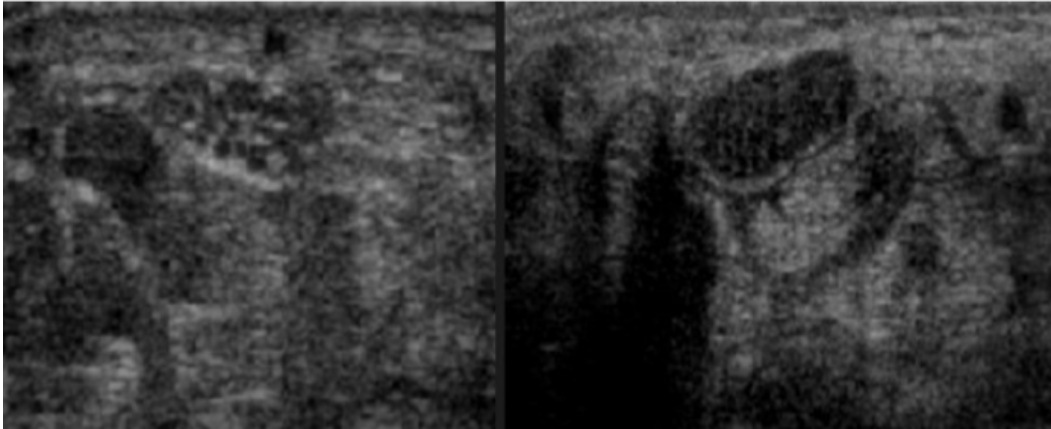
image d'échographie montrant un œdème du nerf médian : avec perte de la substance fasciculée normale remplacée par un aspect hypo-échogène homogène.
